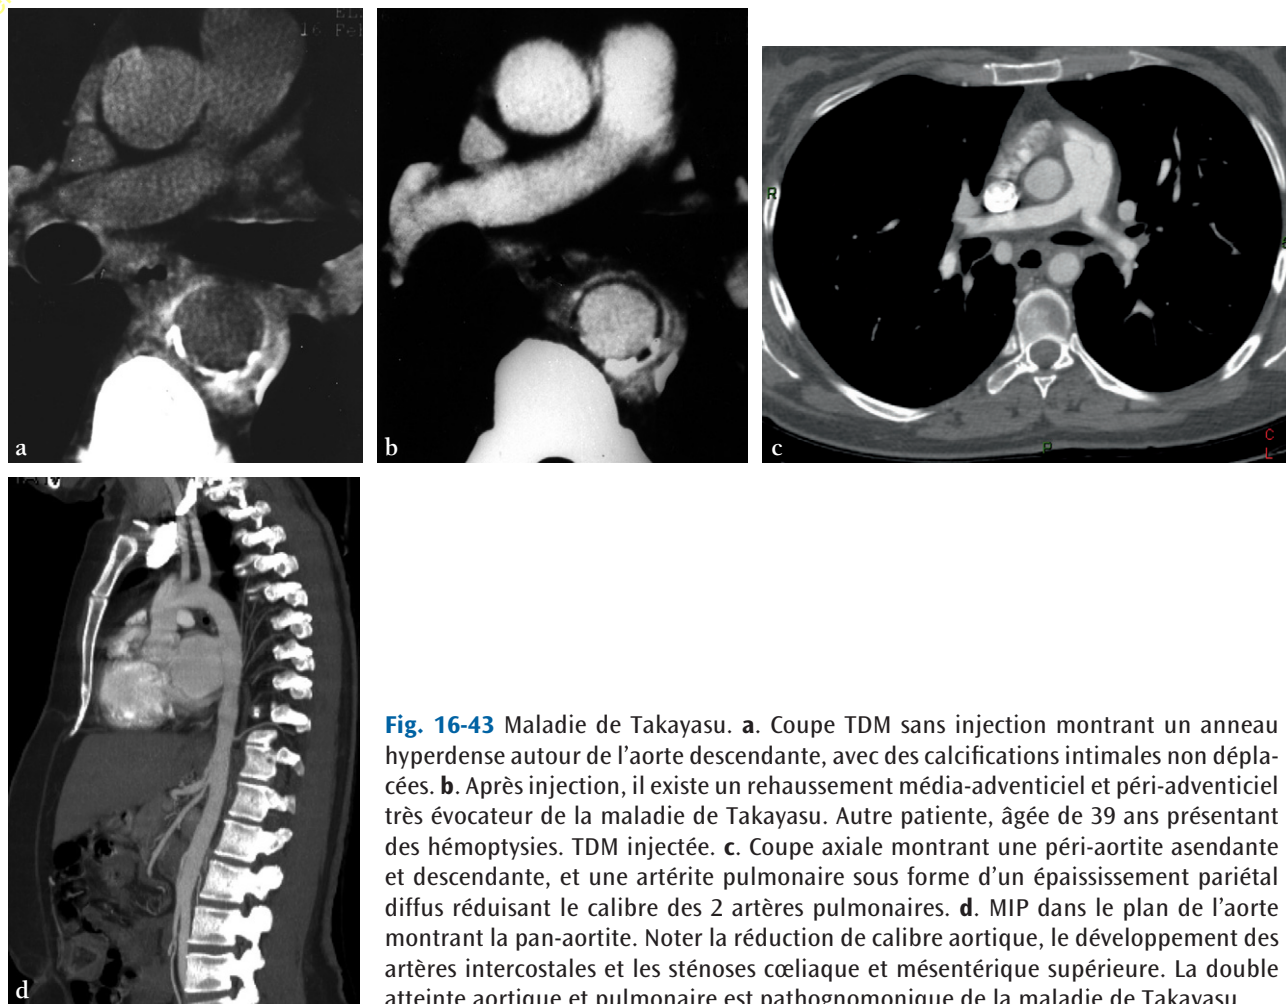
Maladie de Takayasu. a. Coupe TDM sans injection montrant un anneau hyperdense autour de l'aorte descendante, avec des calcifications intimaux non déplacées. b. Après injection, il existe un rehaussement média-adventiciel et péri-adventiciel très évocateur de la maladie de Takayasu. Autre patiente, âgée de 39 ans présentant des hémoptysies. TDM injectée. c. Coupe axiale montrant une péri-aortite ascendante et descendante, et une artérite pulmonaire sous forme d'un épaississement pariétal diffus réduisant le calibre des 2 artères pulmonaires. d. MIP dans le plan de l'aorte montrant la pan-aortite. Noter la réduction de calibre aortique, le développement des artères intercostales et les sténoses cœliaque et mésentérique supérieure. La double atteinte aortique et pulmonaire est pathognomonique de la maladie de Takayasu.
